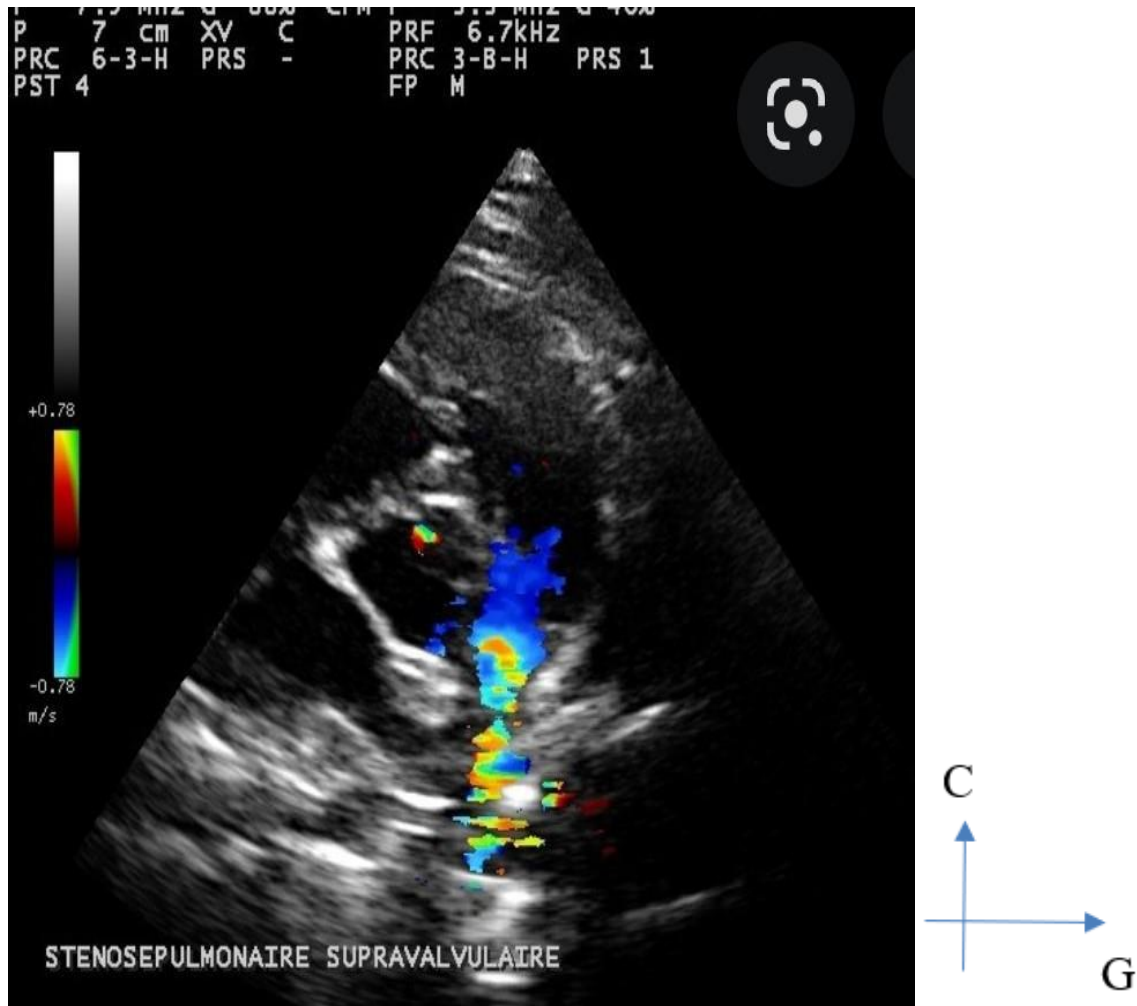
Image échocardiographique en incidence para sternale gauche petit axe montrant une sténose de l'artère pulmonaire
